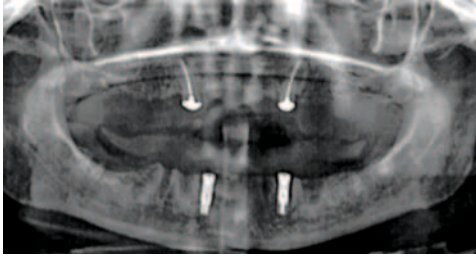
Radiografía panorámica después de la colocación de los implantes.
